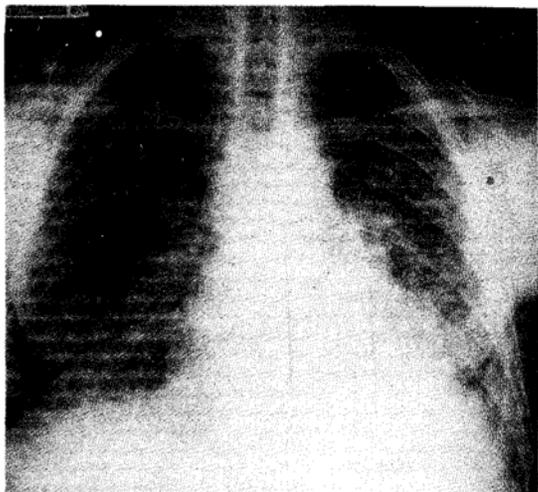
Radiografia tirada no ato da admissão: infiltração difusa intersticial e nodular, mais acentuada nas bases pulmonares.
